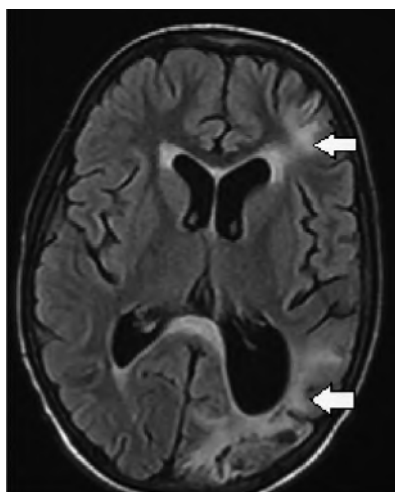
Пациент Н.: МРТ, T2 FLAIR-режим, множественные инфаркты мозга в левом полушарии головного мозга
